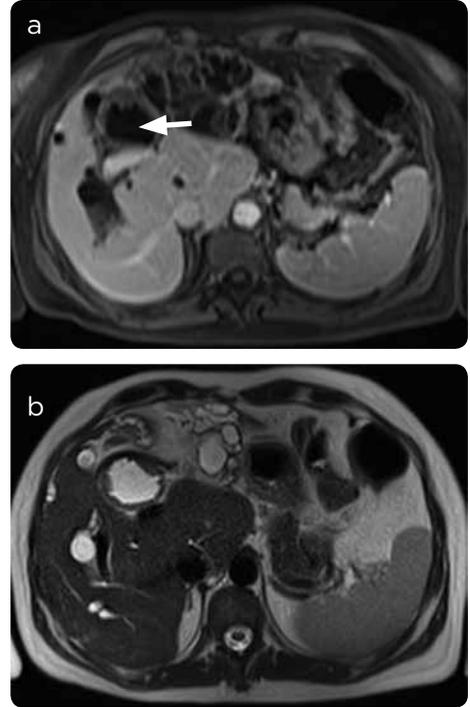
RM con información T1 a) Axial con medio de contraste en fase portal. b) Axial HASTE en abdomen superior. Se identifica engrosamiento de las paredes de la vía biliar de predominio izquierdo y de las paredes del ducto hepático común inmediatamente luego de la confluencia de los ductos hepáticos, donde la pared mide hasta 5 mm (flecha), con realce posterior a la administración de medio de contraste.
